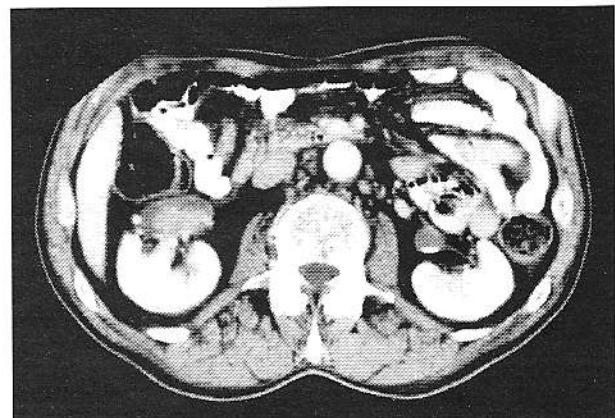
Examinare CT postcontrast la nivelul porțiunii mijlocii a rinichiului drept: masă parenchimatoasă înconjurată de urină, localizată în bazinetul renal drept.
